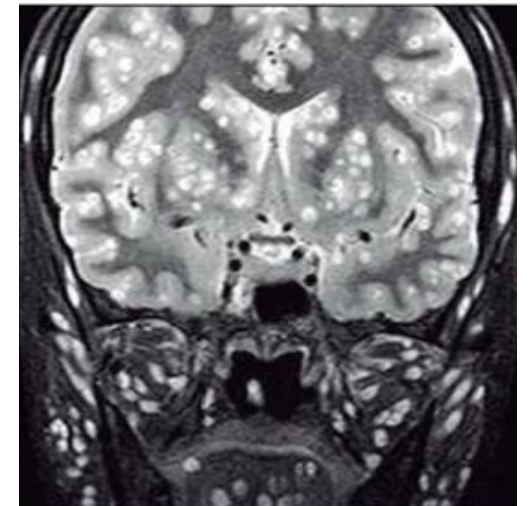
Secuencia T2 de RM que muestra NCC vesicular diseminada con aspecto “en sal y pimienta”. Múltiples quistes en el cuero cabelludo y los músculos faciales. Ref. Osborn et al Encéfalo 3ª edición.
